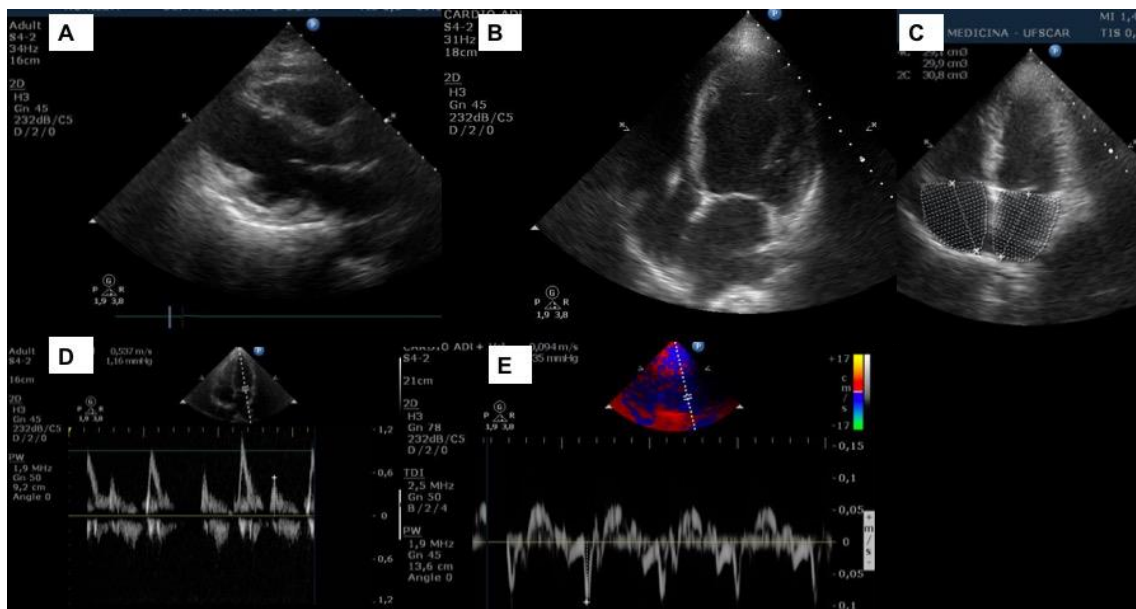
Imagens ilustrativas relativas aos exames realizados de ecocardiograma no laboratório NUPECE de pesquisa. Fonte: autor da pesquisa.
